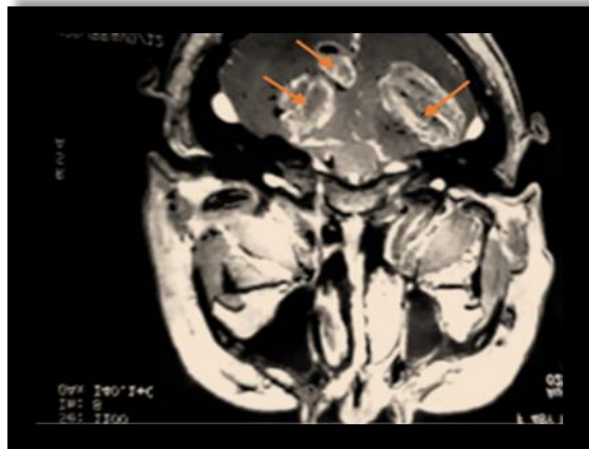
IRM cérébrale montrant des métastases cérébrales multiple (flèches)
